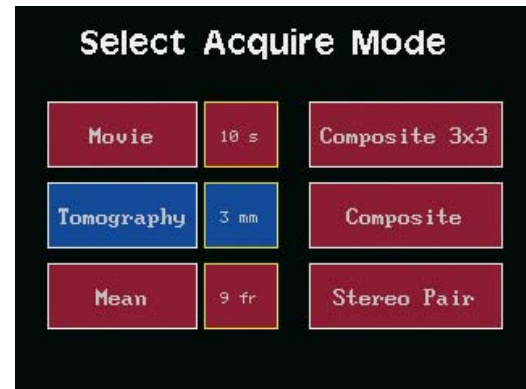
Tomographie-Einstellungen auf dem Touchscreen
